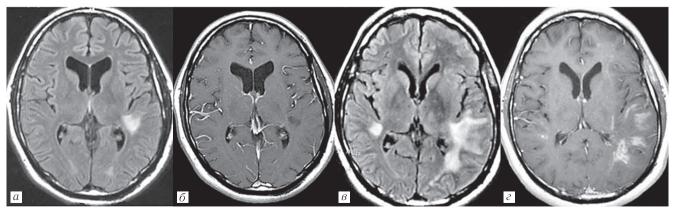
МРТ. *а*, *б* — до начала АРВТ: отсутствие контрастного усиления очагов; *в*, *г* — через 1 месяц от начала АРВТ: увеличение размеров старого очага, появление новых, выраженное контрастное усиление от выявленных очагов
